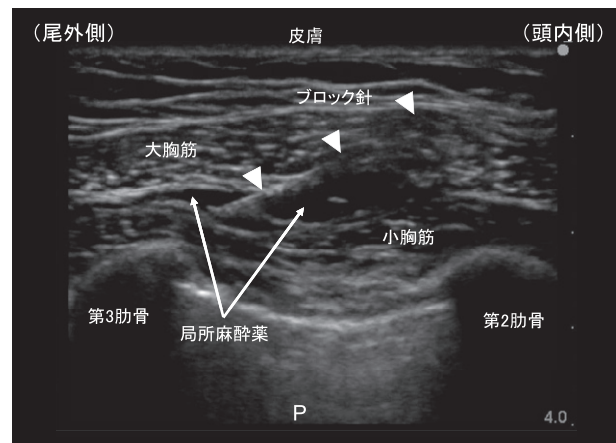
胸筋神経 (Pecs I) ブロック中の超音波画像
